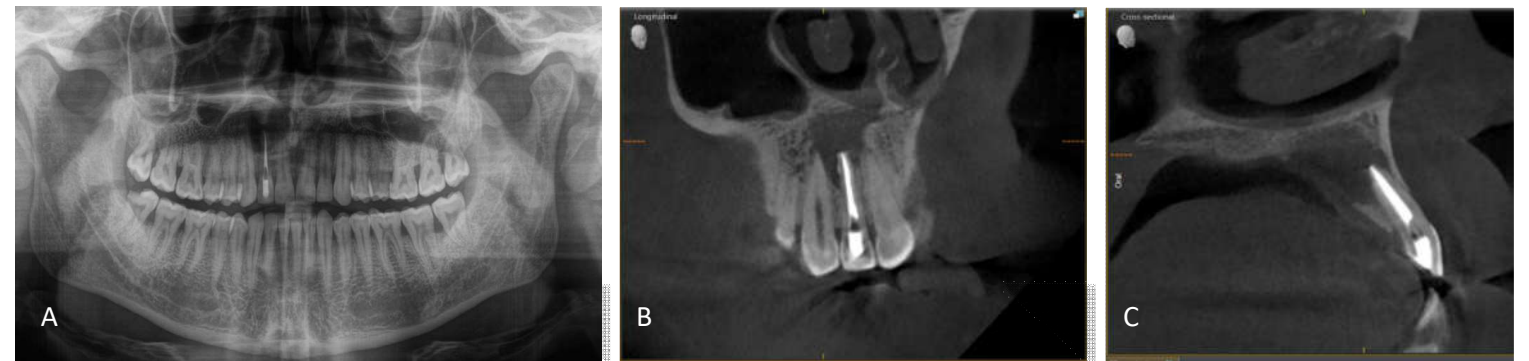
Aspect radiologic preoperator: A. OPG; B. CBCT secțiune longitudinală; C. CBCT secțiune sagitală.
